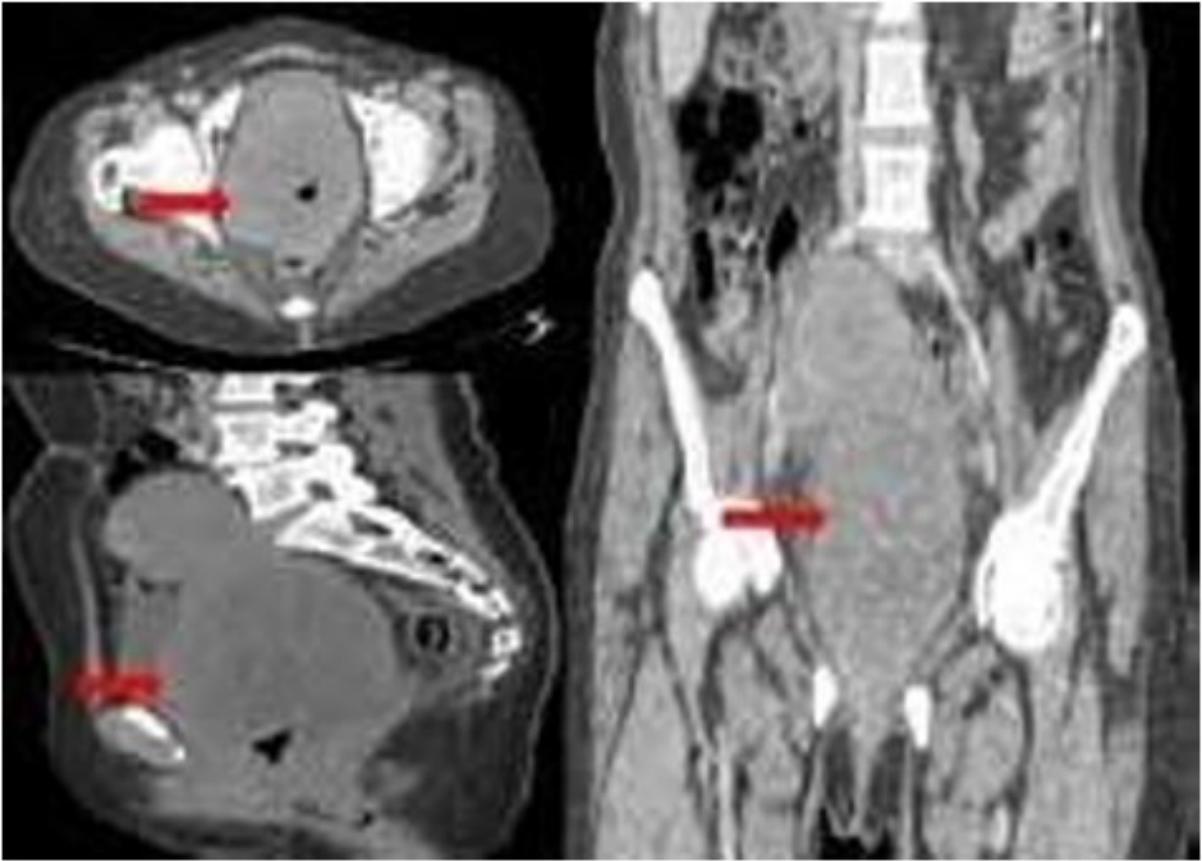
Coupes axiales d'une TDM pelvienne avec reconstruction dans le plan coronal et sagittal montrant une masse bilobé centrée dans l'utérus, contenant des calcifications. La masse est bien limitée déplaçant la vessie en avant et le sigmoïde en arrière.
